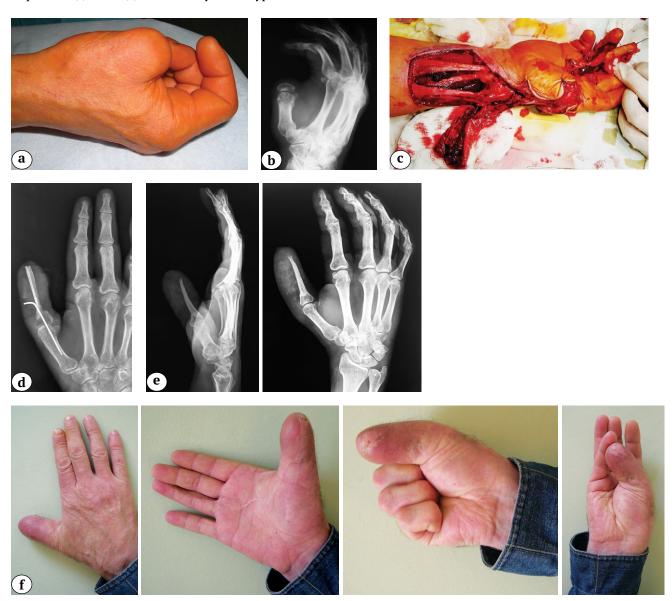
Клинический пример успешной кожно-костной реконструкции I пальца лучевым кожно-костным лоскутом: а — вид до операции; b — рентгенограмма до операции; с — выделен кожно-костный лучевой лоскут и ладонный-пальцевой лоскут с IV пальца; d — рентгенограмма после операции; е — рентгенограммы через год после операции; f — вид кисти и функция через год после операции
